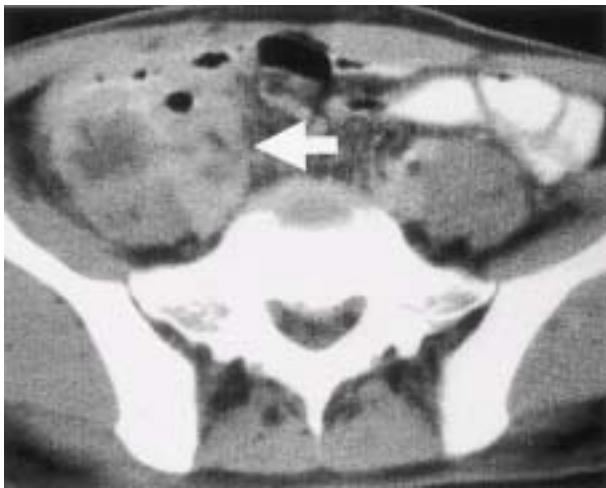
Abdomino-pelvic CT scan at three months before admission. Low density fluid collection and circumferential irregular enhancing wall (white arrow) are observed at the anastomotic site.
